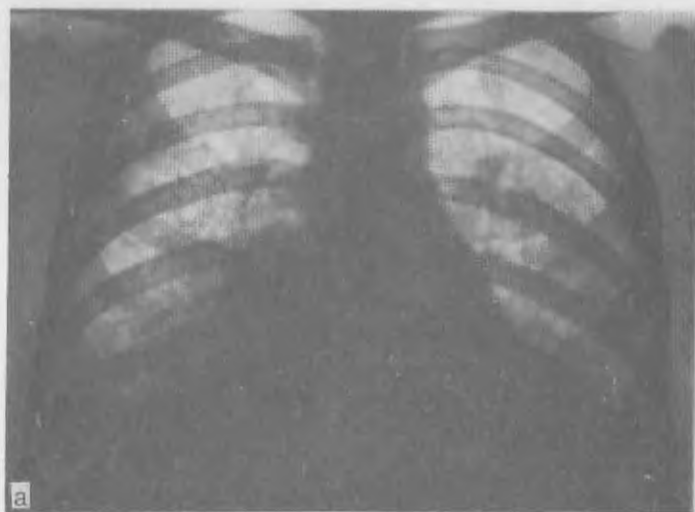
Рентгенограмма легких при синдроме Гудпасчера. Диффузный фиброз на почве васкулита в нижних и средних отделах легких.
